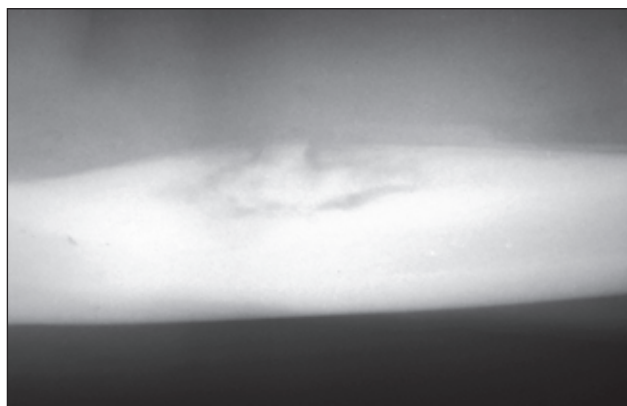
Рентгенография левой бедренной кости пациента Ш. после оперативного лечения
